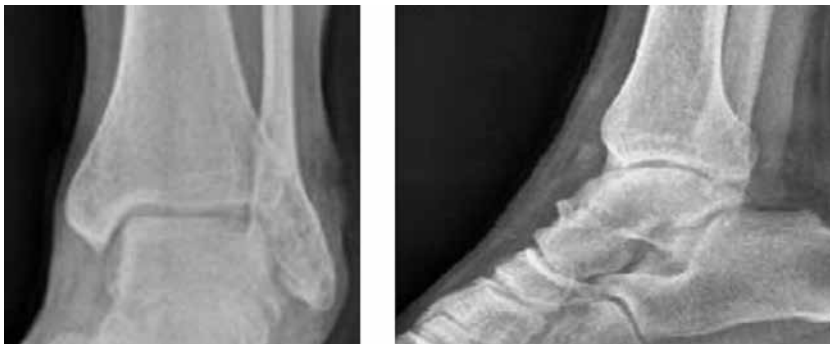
Контрольные рентгенограммы, выполненные в операционной по завершении имплантации ОХАТ. А – прямая проекция; Б – боковая проекция
